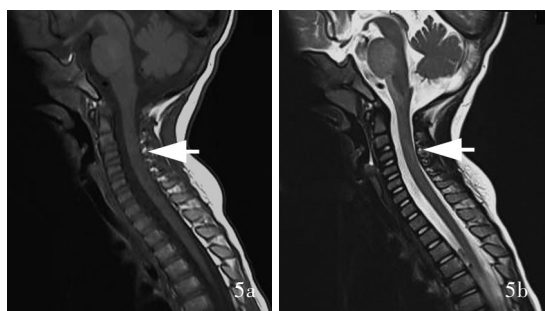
复查颈椎MRI(2020年3月27日)所见 5a 矢状位T₁WI显示,延髓、中脑腹侧、脑桥和颈髓稍低信号影(箭头所示) 5b 矢状位T₂WI显示,延髓、中脑腹侧、脑桥和颈髓高信号影(箭头所示)
